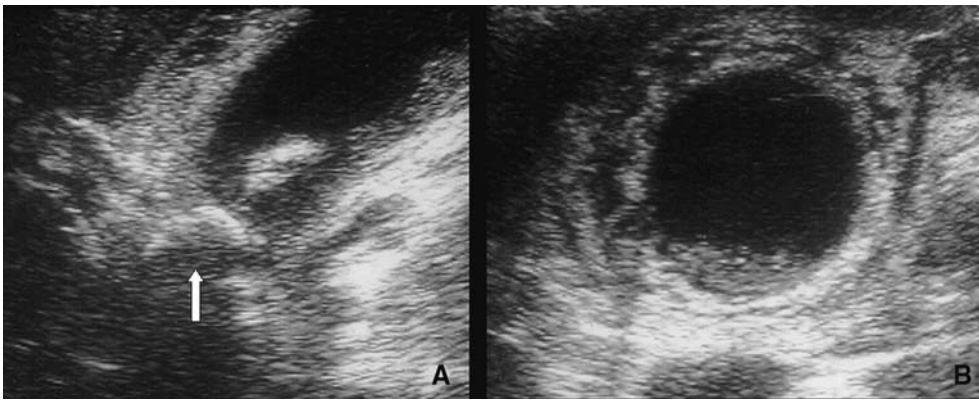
Échographie d'une cholécystite aiguë lithiasique avec dédoublement de la paroi de la vésicule, *sludge* et lithiasie vésiculaire enclavée (flèche).
